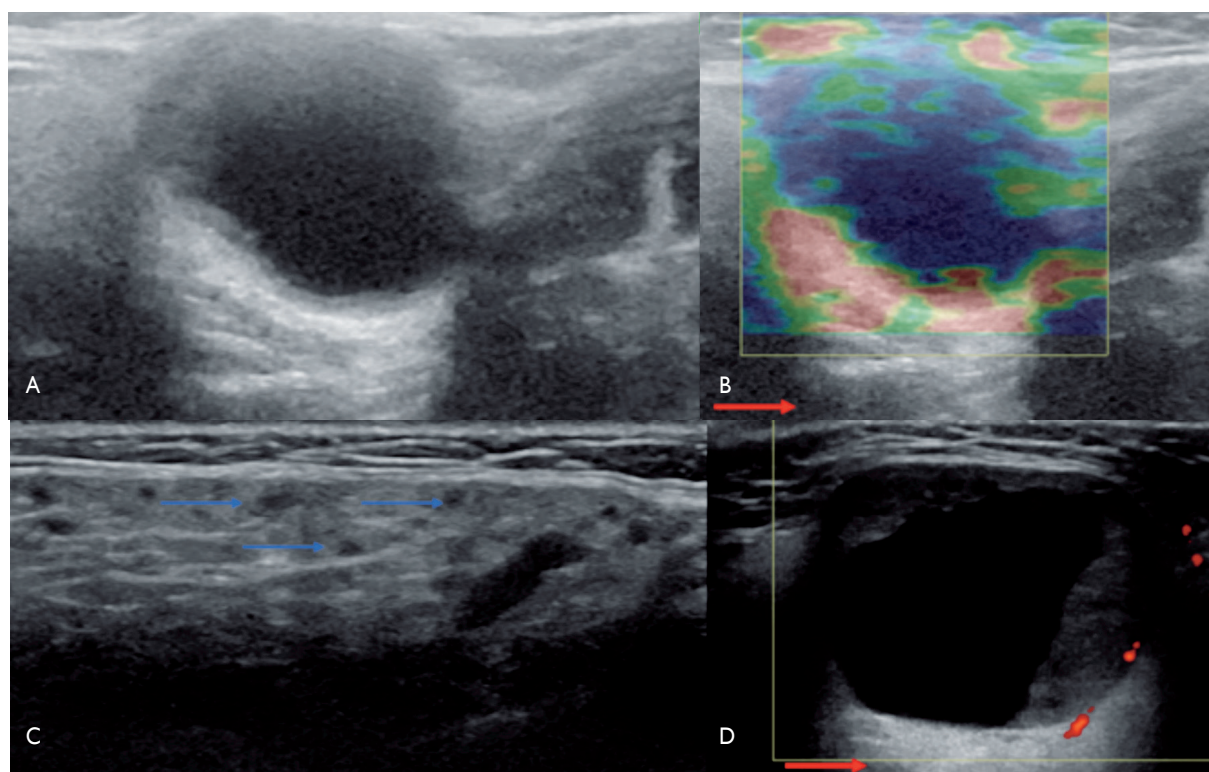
Nódulo parotídeo, con Doppler (imagen no adjuntada) que no mostraba representación vascular significativa, correspondiente con un quiste benigno. A) Nódulo mixto parotídeo, con gran componente quístico interno y refuerzo acústico posterior (flecha roja). B) Elastografía: nódulo mixto parotídeo, con componente líquido que tiene una aparente zona indurada. C) Representación clásica de sialoadenitis crónica, con múltiples micronódulos hipocogénicos (flechas azules) y distorsión parenquimal. Ante este contexto, debería diferirse la punción aspiración con aguja fina. D) Nódulo parotídeo mixto, redondeado, circunscrito, de márgenes definidos y refuerzo acústico posterior (flecha roja), sin flujo vascular en su componente sólido, correspondiente a una lesión quística benigna.
